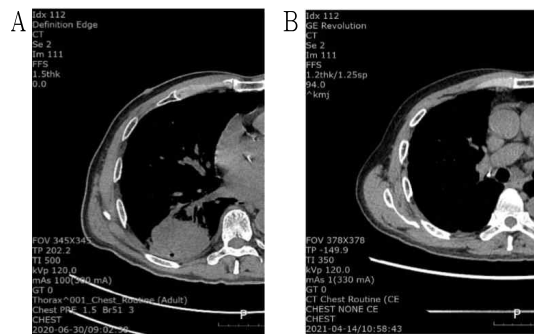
The Chest Computed Tomography.
